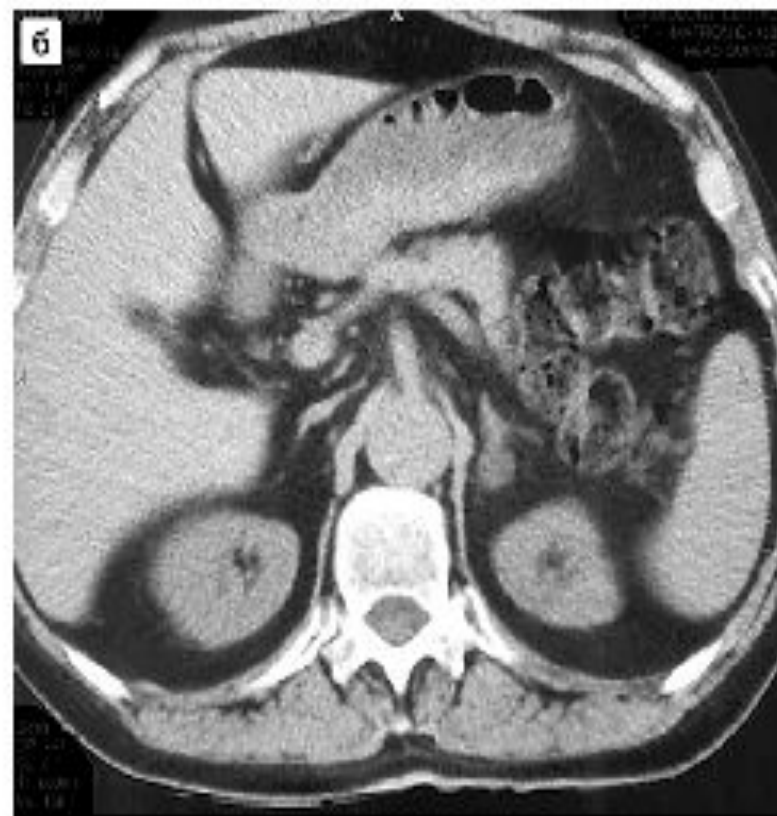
Макронодулярная гиперплазия левого надпочечника. а, б – КТ.
